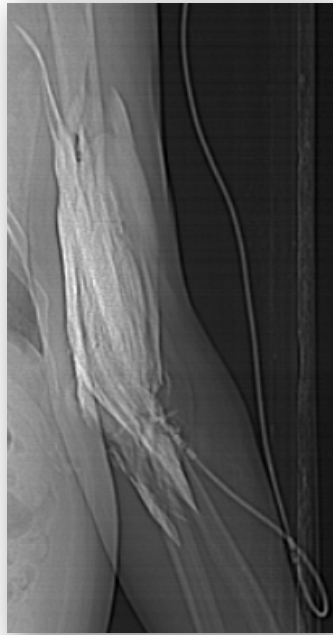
Paciente de 64 años que sufre extravasación de contraste yodado en el brazo izquierdo durante la realización de una TC.
